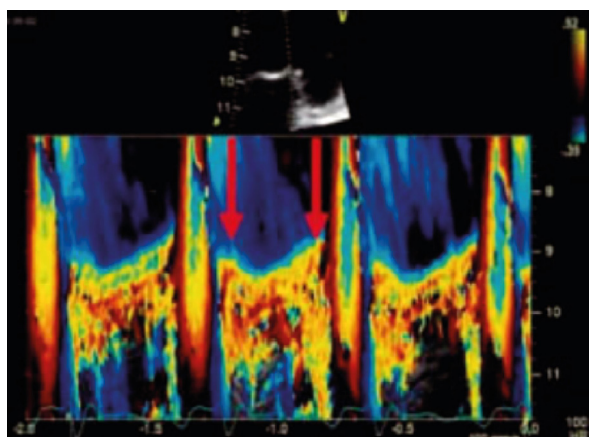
Modo M colorido de uma IM secundária. É possível detectar pico na proto e telessístole e redução na mesossístole (Fonte- arquivos internos do Setor de Ecocardiografia).
